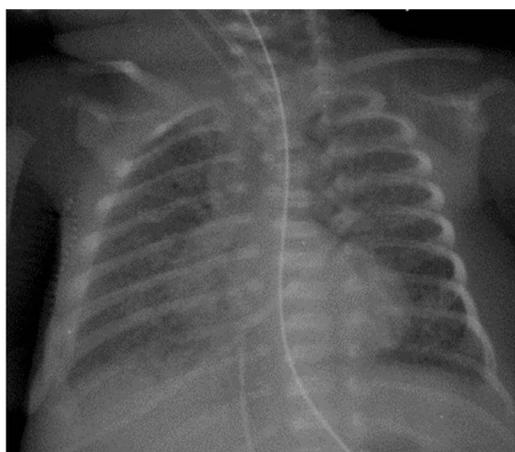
Рентгенограмма органов грудной полости на 17 сут жизни: положительная динамика.
